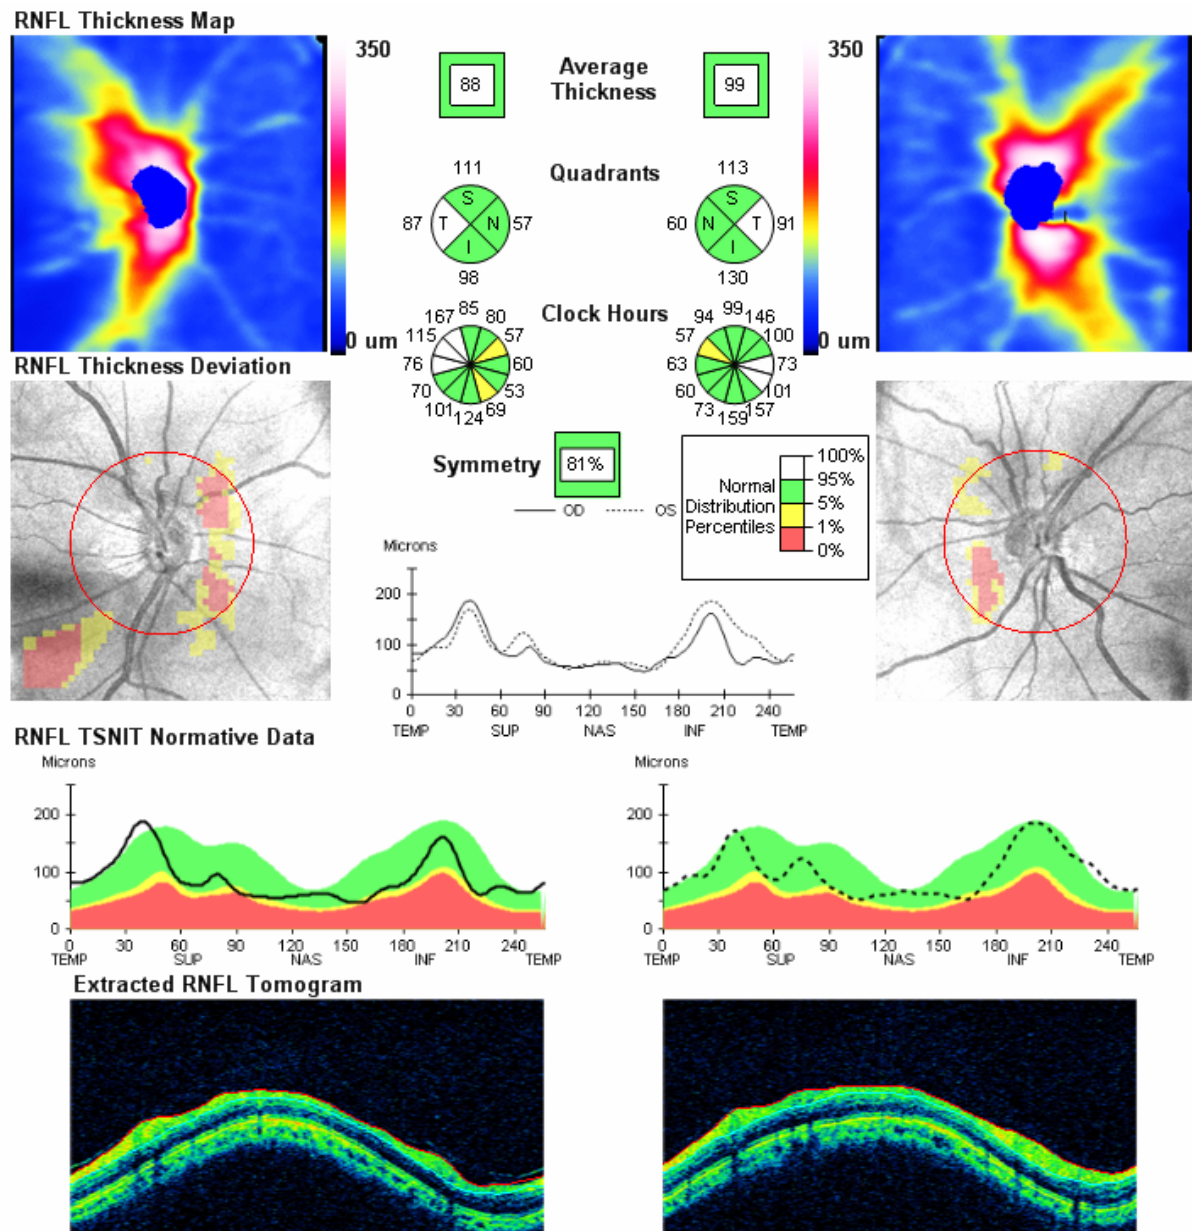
Resultado de tomografia de coerência óptica de alta definição (Cirrus HD-OCT) de um indivíduo normal voluntário.
